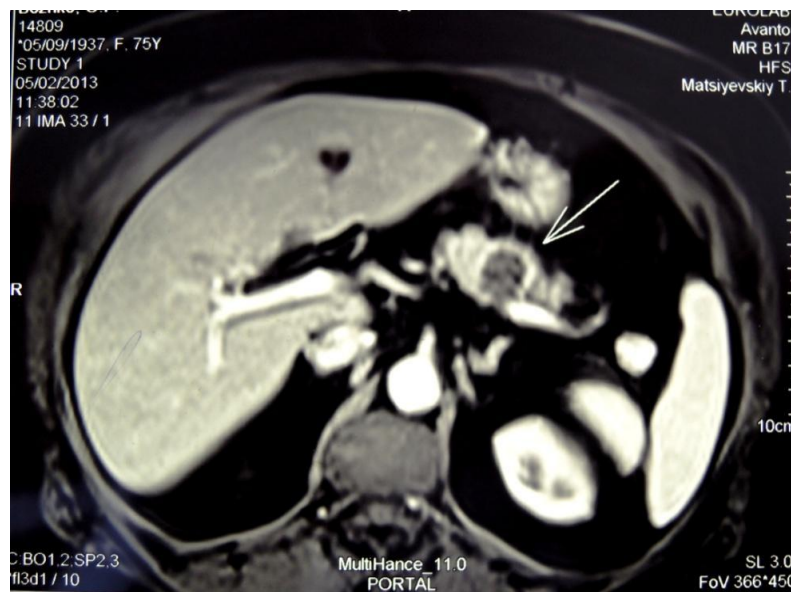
МРТ ОЧП (хвора Б., 75 р.). На МР-скані в аксіальній площині візуалізується солідна пухлина тіла ПЗ.
